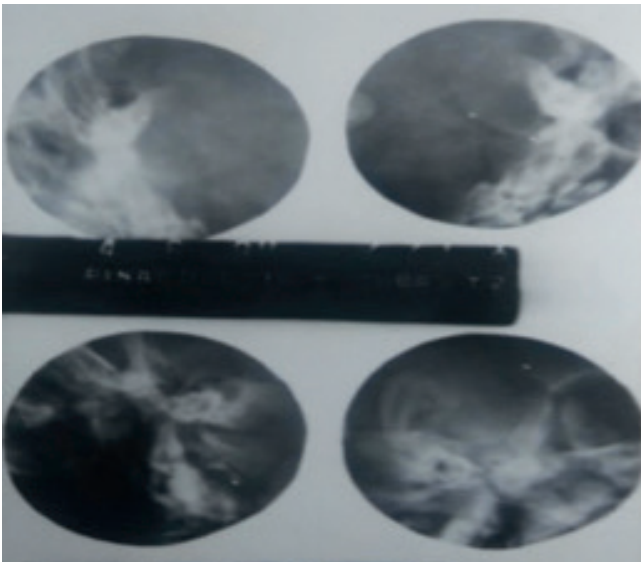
Dos niños recién nacidos. Discreta diferencia de volumen en los peñascos de la radiografía inferior. Imágenes tomadas del trabajo de terminación de la residencia del Dr. Fidel Castro Pérez (1991).
